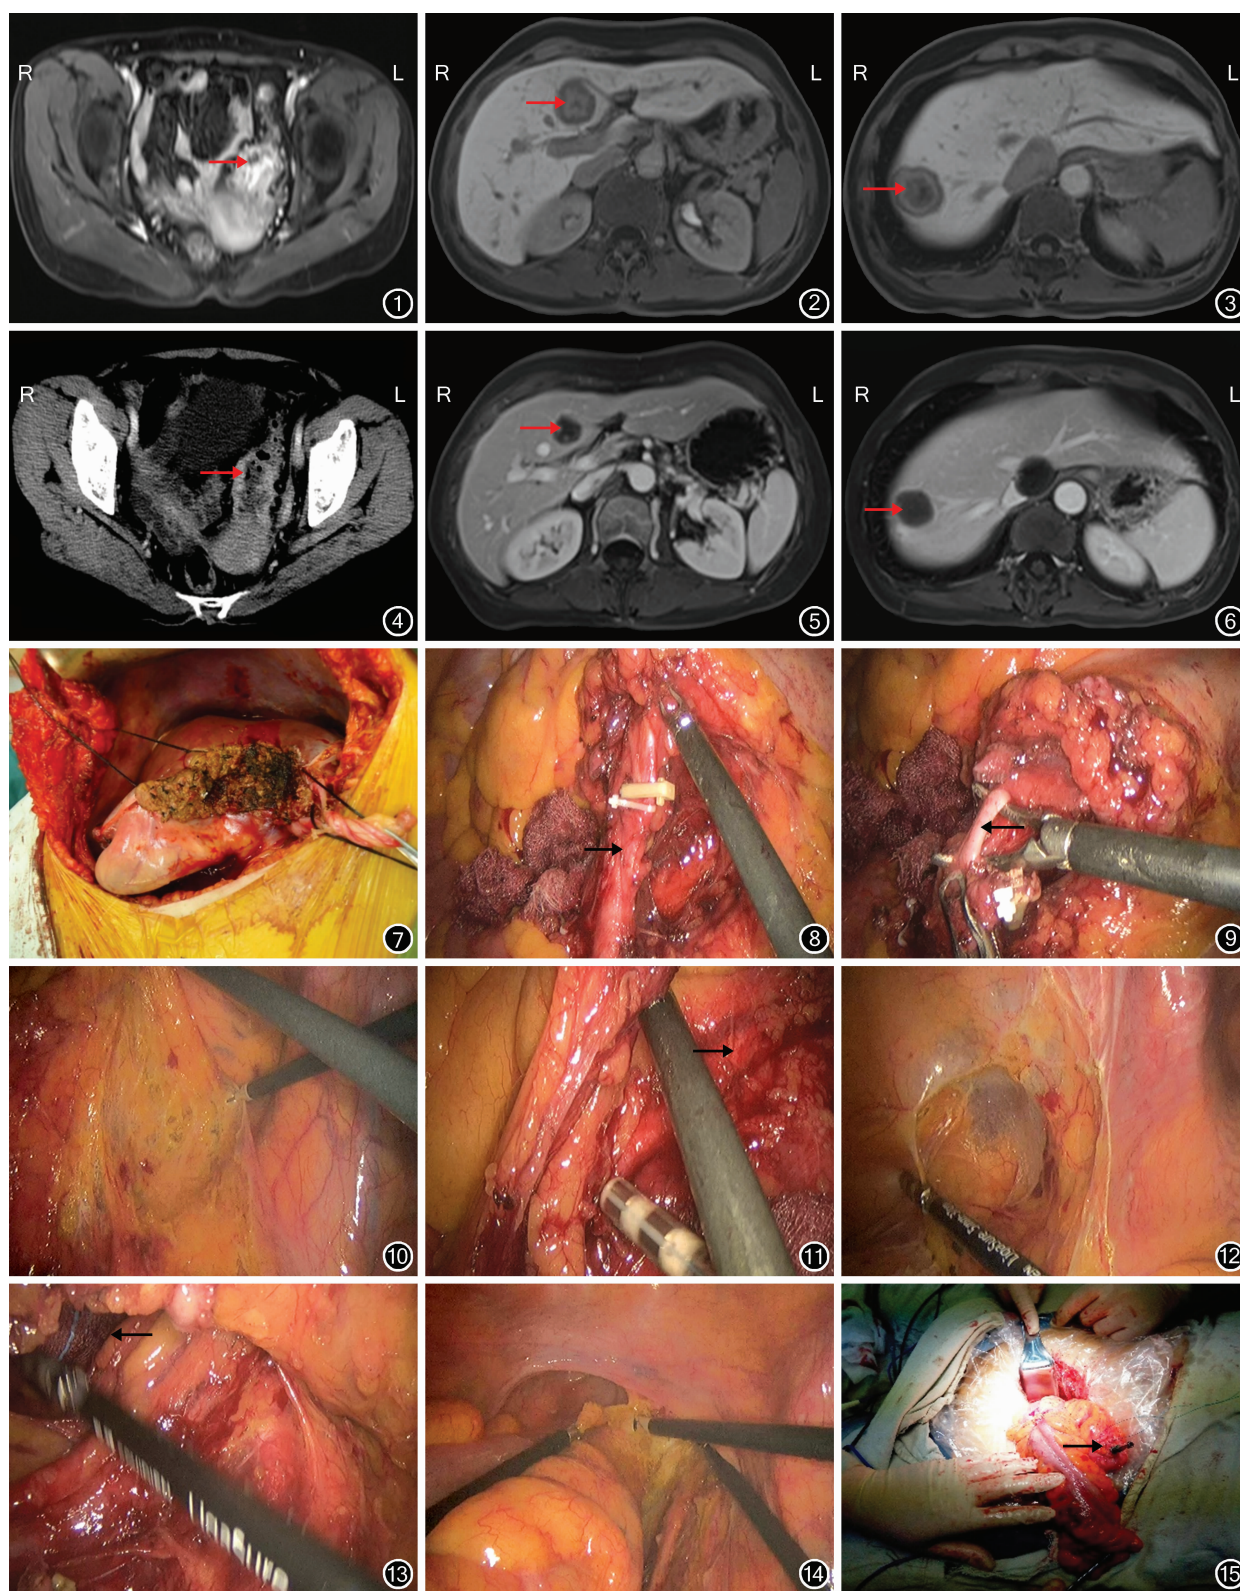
转化治疗前 MRI 检查示乙状结肠病灶(→) 图2 转化治疗前 MRI 检查示肝左内叶转移灶(→) 图3 转化治疗前 MRI 检查示肝右叶近膈顶转移灶(→) 图4 转化治疗后 CT 检查示乙状结肠病灶(→) 图5 转化治疗后 MRI 检查示肝左内叶转移灶明显缩小(→) 图6 转化治疗后 MRI 检查示肝右叶近膈顶转移灶明显缩小(→) 图7 取右肋缘下切口进腹,行肝部分切除术 图8 游离并裸化肠系膜下动脉(→),清扫血管周围淋巴结并离断直肠上动脉 图9 游离乙状结肠动脉(←)并离断 图10 向左牵拉肠管,由乙状结肠右侧开始向外侧分离 图11 分离组织显露左侧输尿管(→) 图12 由肠管另一边向内侧分离,同时将乙状结肠系膜同腹膜后结构分开 图13 两侧分离至“会师”,于乙状结肠下方可见对侧纱布(←),乙状结肠完全游离 图14 向下游离部分直肠上段 图15 腹部切口拖出游离肠管,离断并放置抵座待吻合(→)
